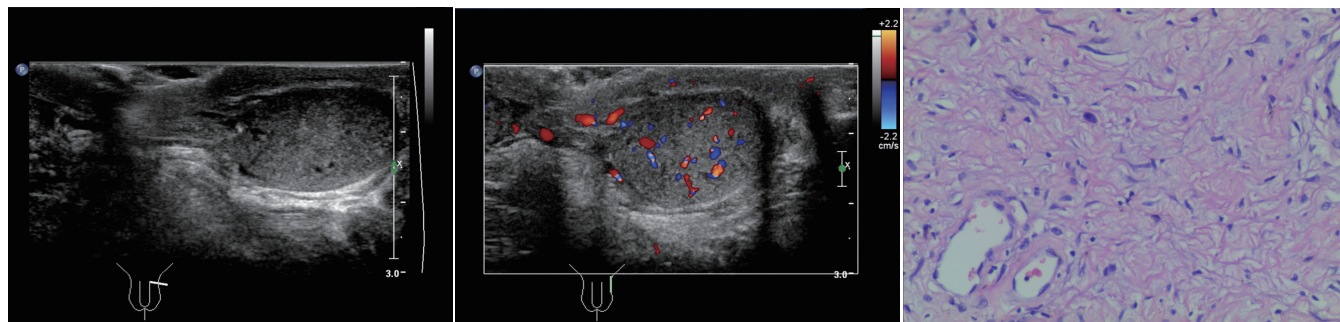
超声示左侧阴囊下极侧可探及与睾丸回声近似的包块,其头侧可见带状带向阴囊头侧延伸 带状血流信号
